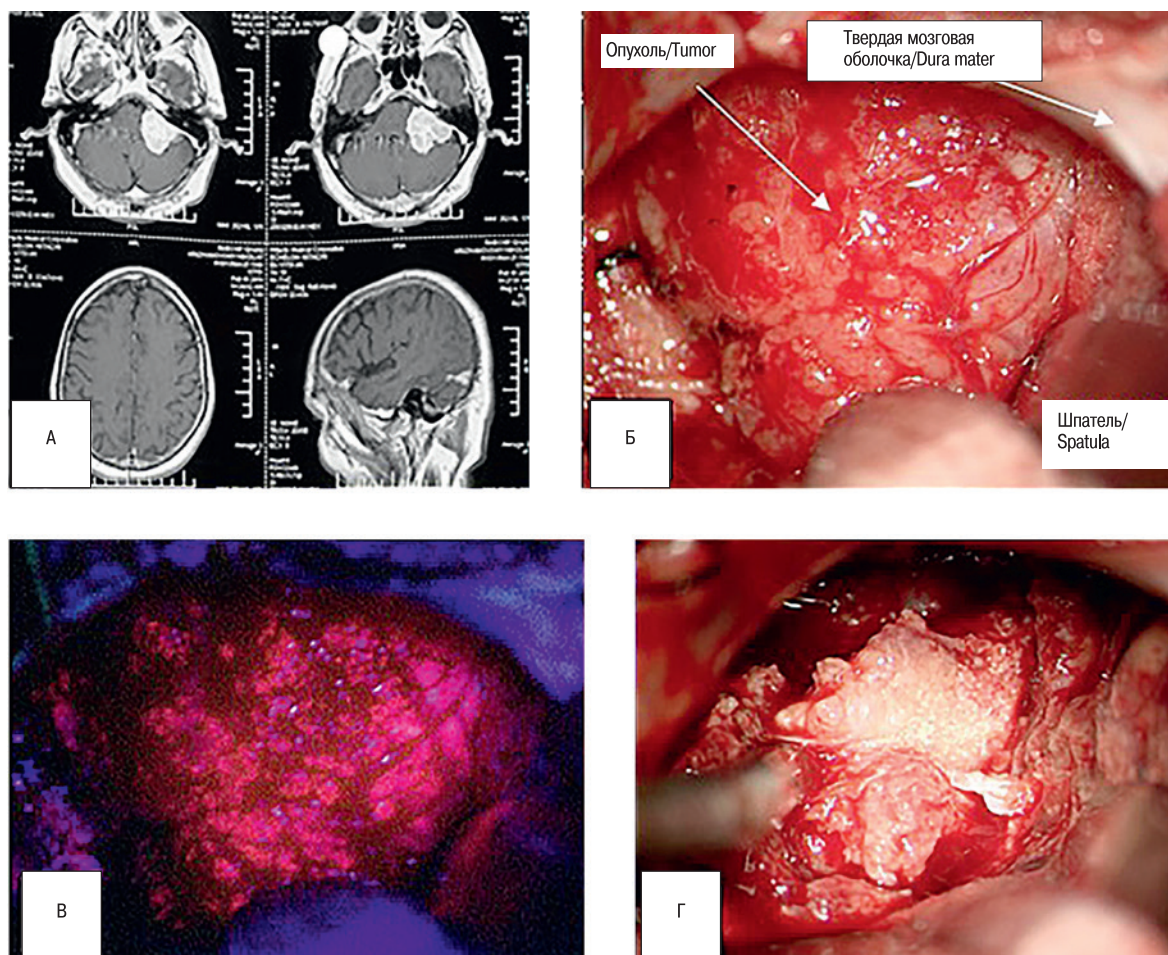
МРТ головного мозга с внутривенным контрастированием (рис. 5а)
